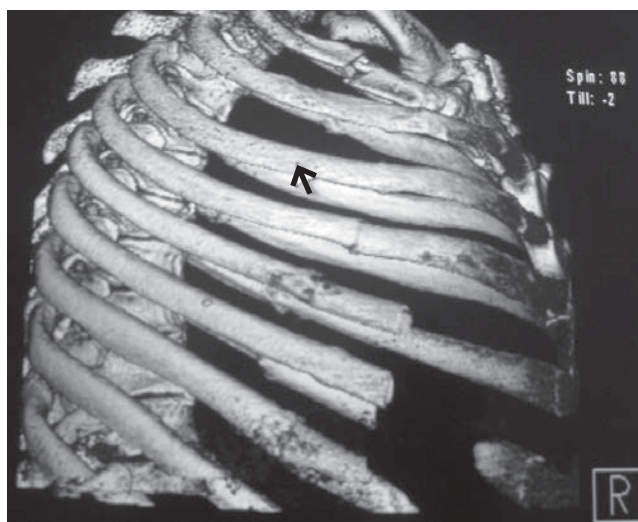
Tomografía postoperatoria donde se aprecian placas y tornillos en arcos costales.
